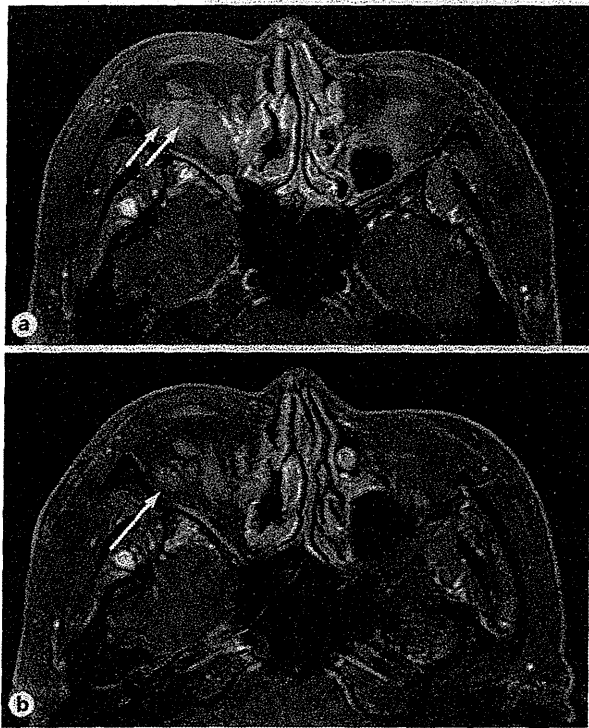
a Gadolinium-enhanced MRI before treatment, with maximal dimensions of 16×11 mm. Internal signal voids (arrows) represent internal high-flow vessels. b After 1 year of topical timolol treatment, a reduction in size (12×8 mm, arrow) can be seen.
